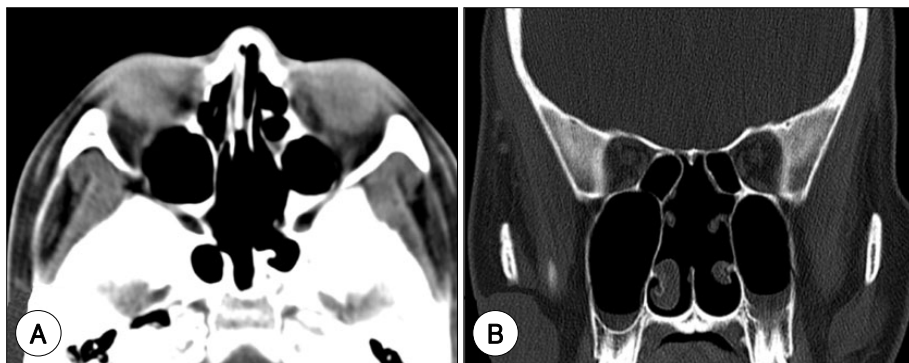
Axial (A) and coronal (B) views of paranasal sinus CT scan taken 2 years after operation show no evidence of residual or recurrent mass.
